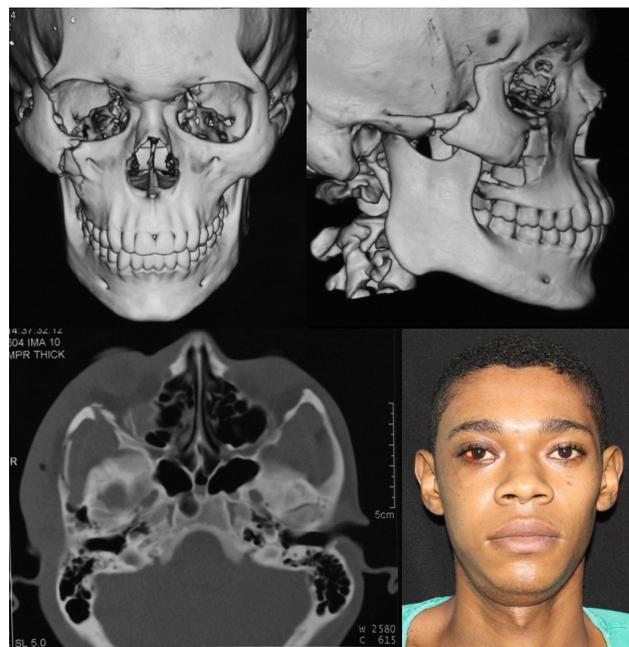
Tomografia computadorizada 3D evidenciando as fraturas no complexo zigomático e fotografia frontal inicial do paciente.
